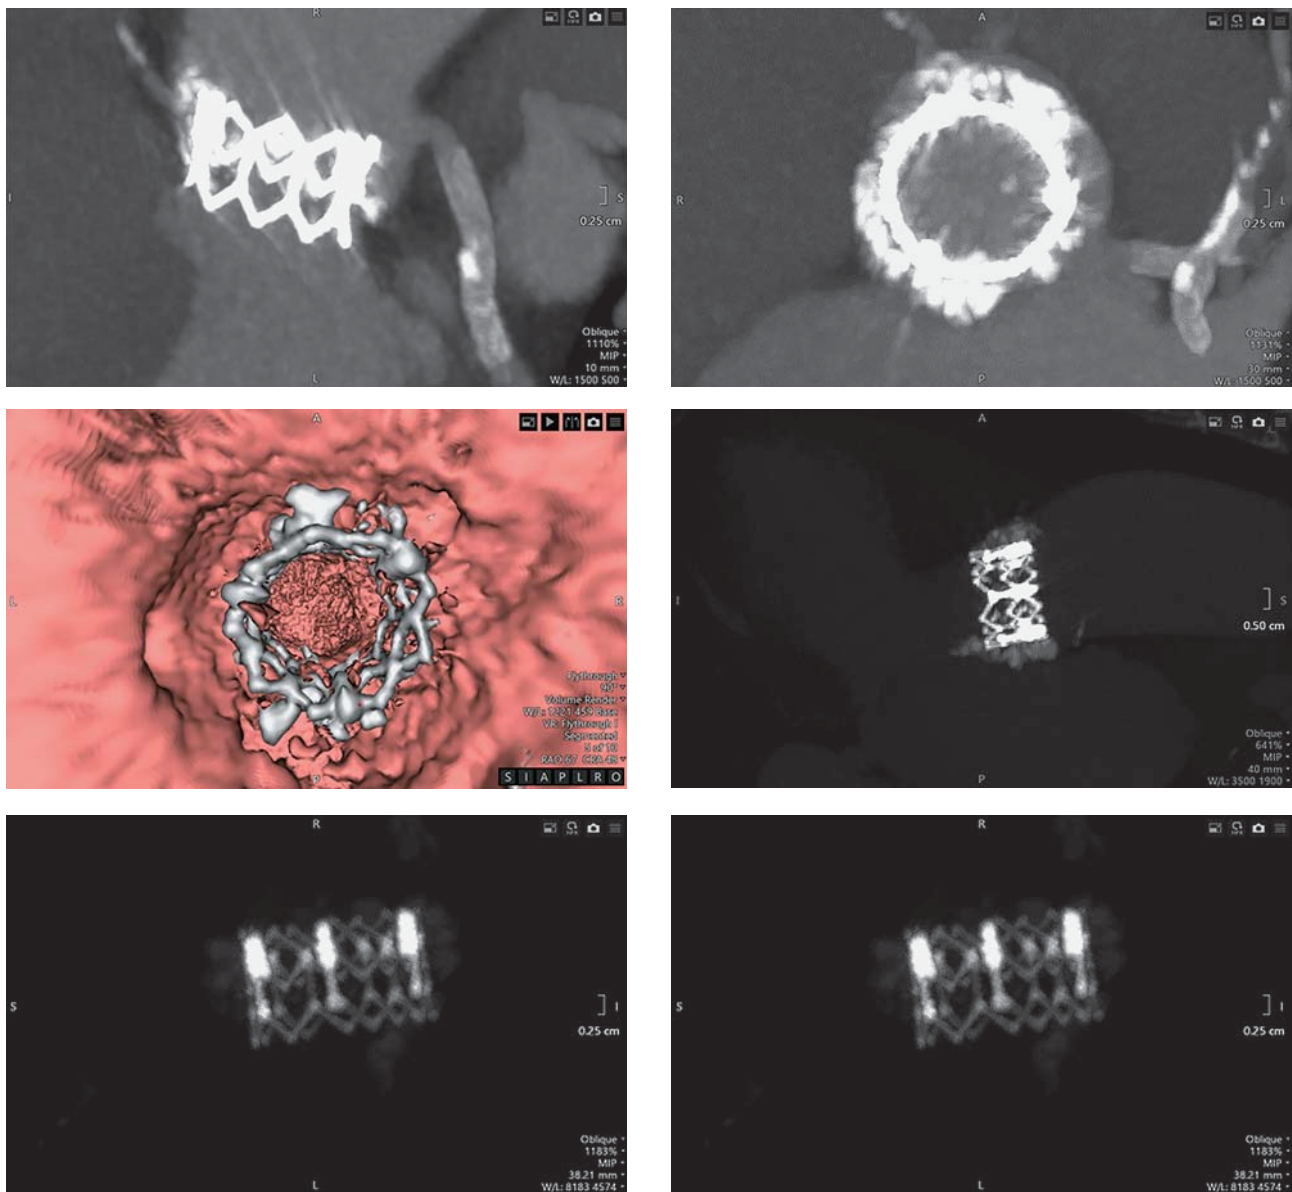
Данные МСКТ сердца и грудного отдела аорты спустя 10 лет.
